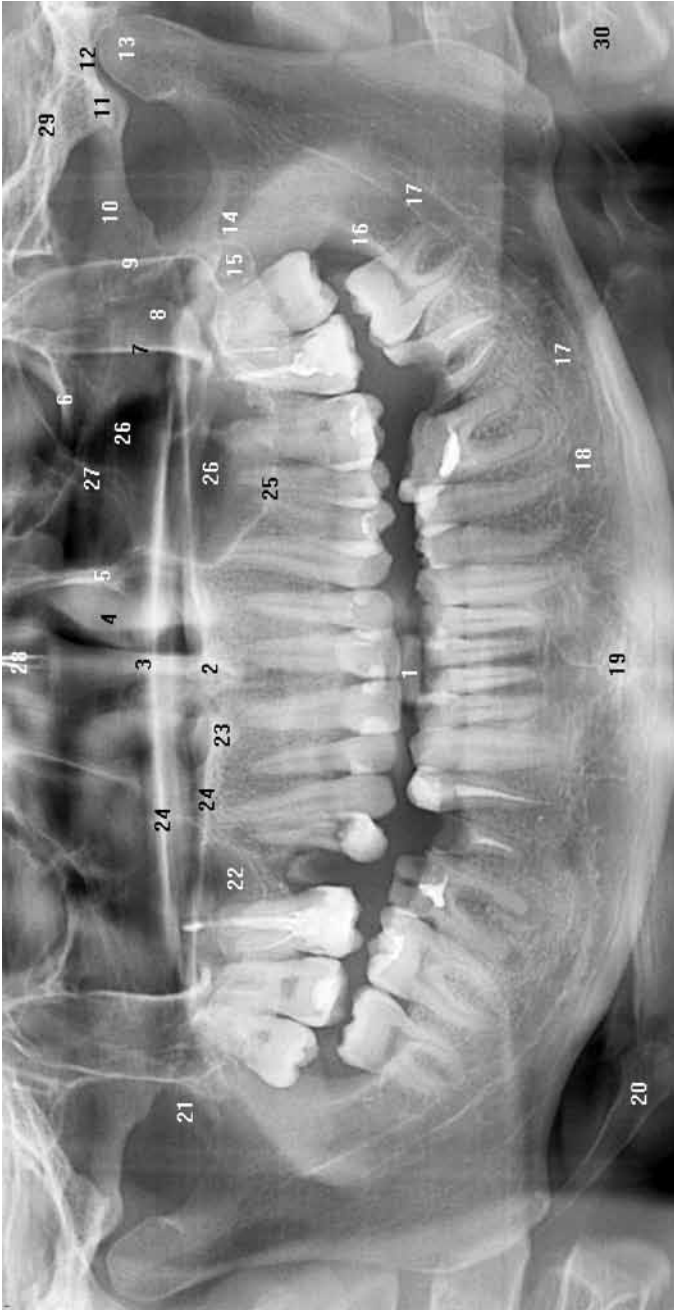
Панорамная томограмма зубных рядов пациента с прогнатией. Все зубы в фокусе
